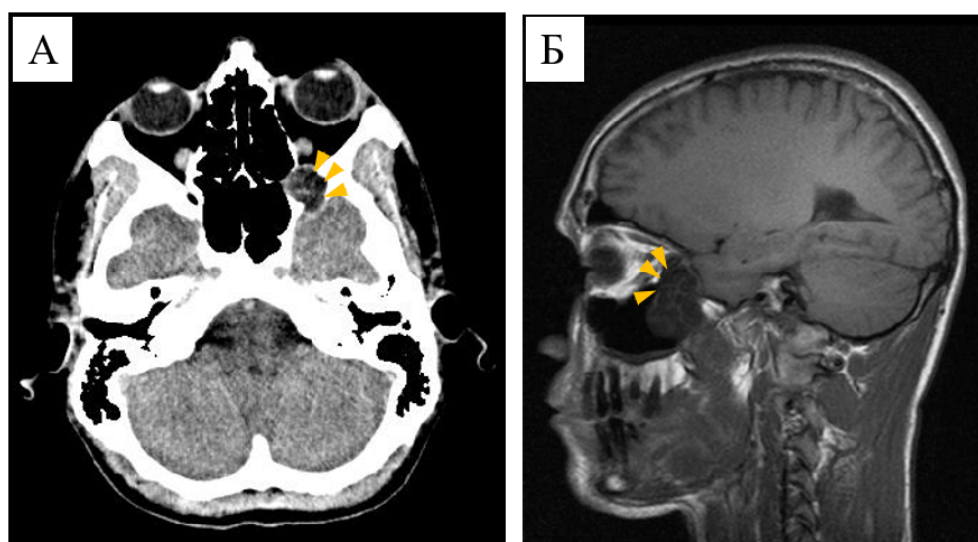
Пациент Д., контрольная группа, эхинококкоз. А - КТ с контрастированием, Б - МРТ в режиме T1. Стрелками показано распространение процесса в глазницу путем разрушения ее боковой стенки (большое крыло основной кости)
